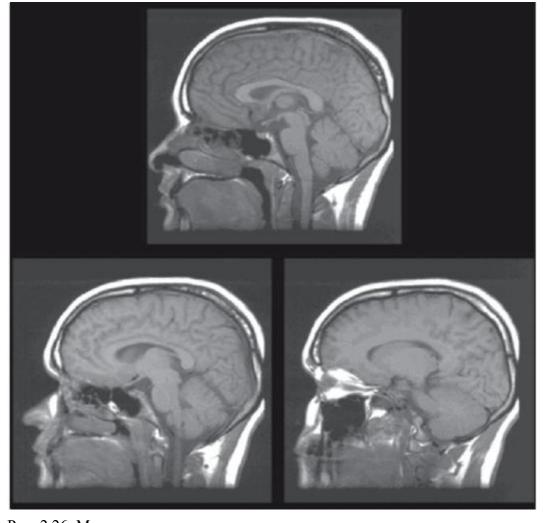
Магнитно-резонансная томограмма околоносовых пазух
